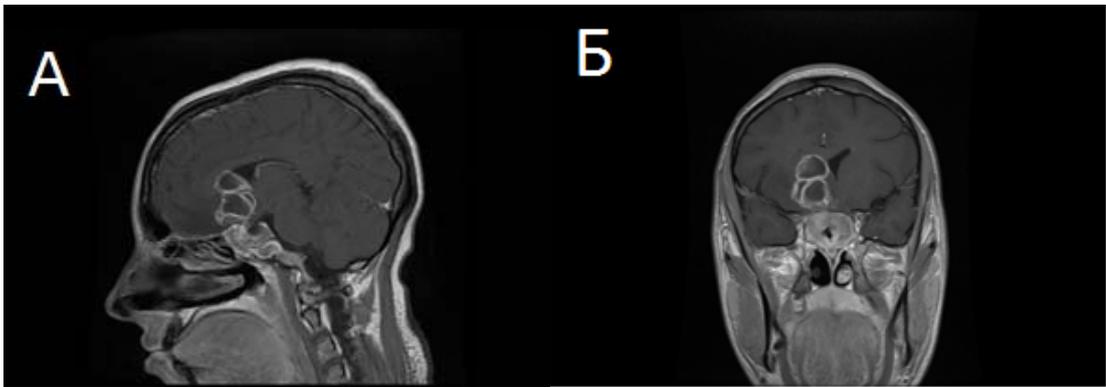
МРТ головного мозга с контрастным усилением.
